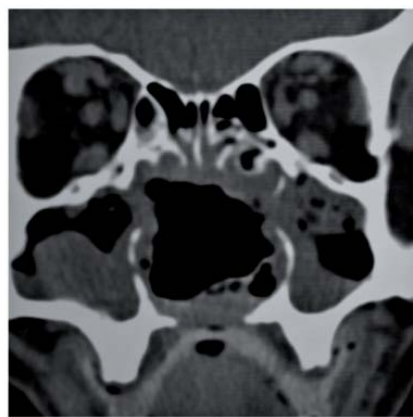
RM dei seni paranasali senza m.d.c. in cui si visualizza l'assenza del setto nasale, dei turbinati inferiori, medi e superiori e una perforazione del palato duro, in un quadro di sinusite mascellare.
